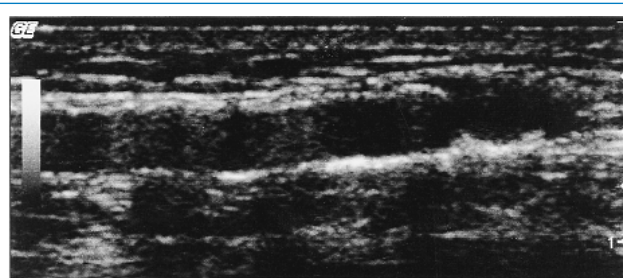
Image échographique de calcification de la paroi veineuse.
